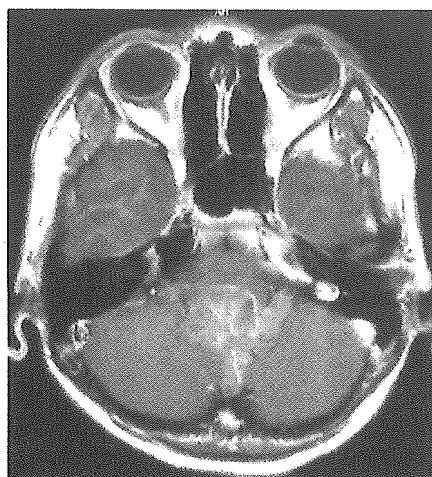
Case 2: Axial T1-weighted MR image with gadolinium-diethylenetriaminepenta-acetic acid on admission demonstrating a heterogeneous enhanced mass in the fourth ventricle
